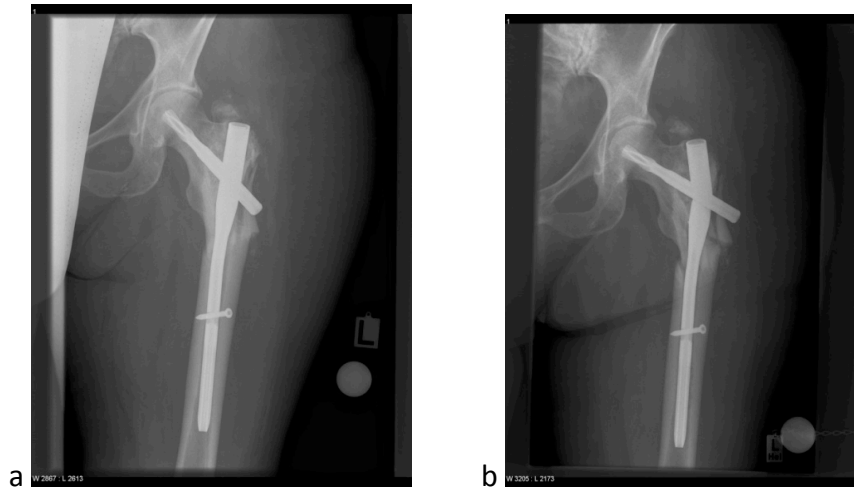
Röntgenaufnahme postoperativ und nach Implantatbruch aufgrund von osteolytischen Metastasen im Rahmen eines Mamma-Karzinoms (64-jährige Patientin aus dem eigenen Patientenkollektiv)
